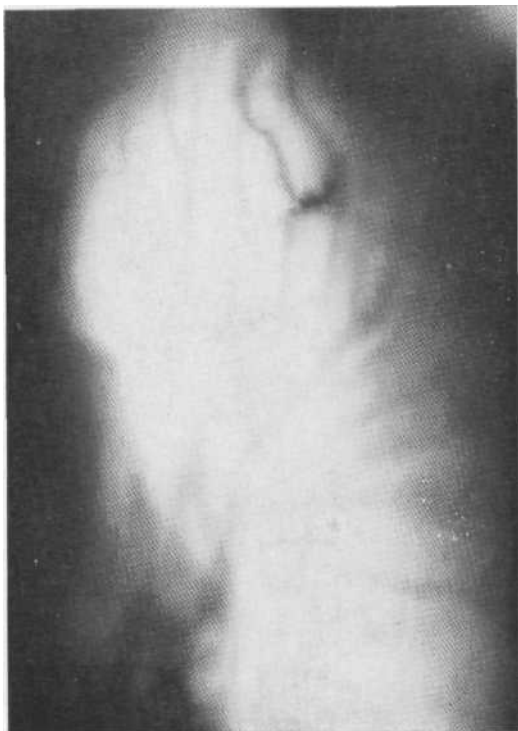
Томограмма в прямой проекции. В верхней доле левого легкого санитарованная каверна. В нижней стенке полости определяются кальциваты. Операция.
